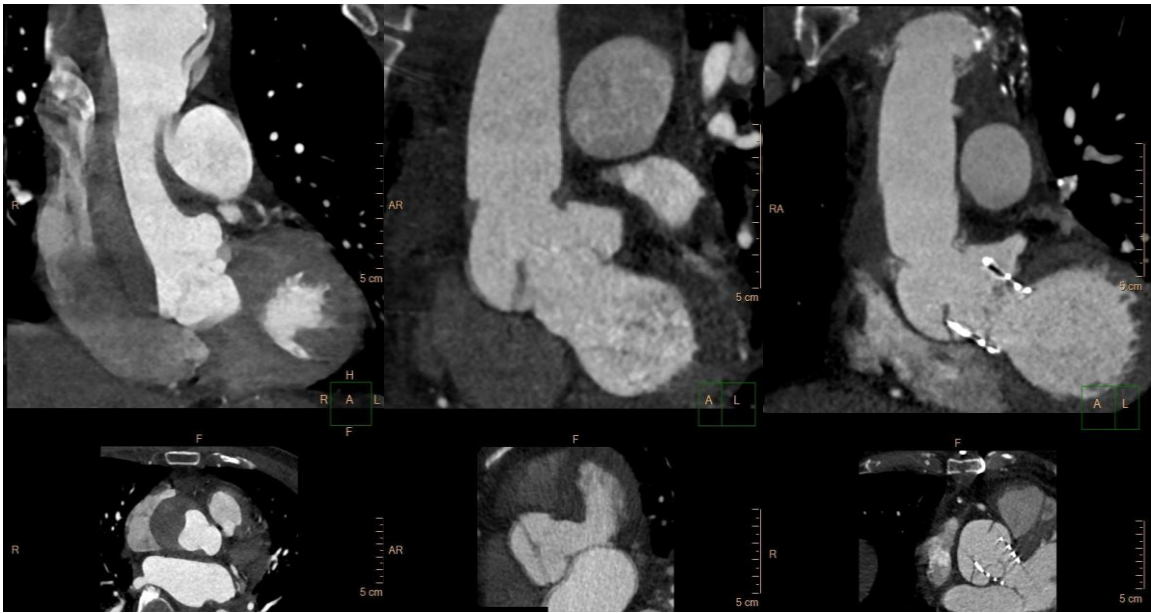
Agrupación de los 3 TAC cardiacos comparativos con resultado final. A su llegada con disección de aorta. Post operación con tubo en aorta y flap proximal cerca de la valva aórtica y del la salida de la arteria coronaria derecha. Tras implantación de TAVI, con la prótesis desplazando el flap y aislando la luz falsa de la luz verdadera.
